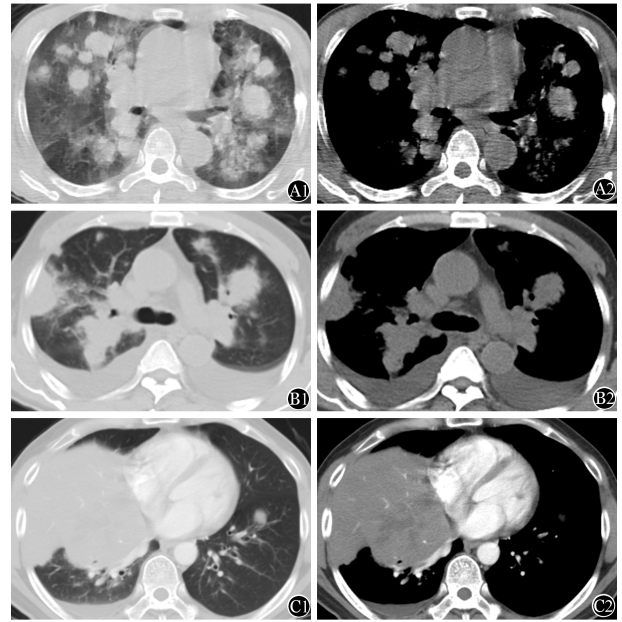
3例原发性肺NK/T细胞淋巴瘤患者胸部CT
